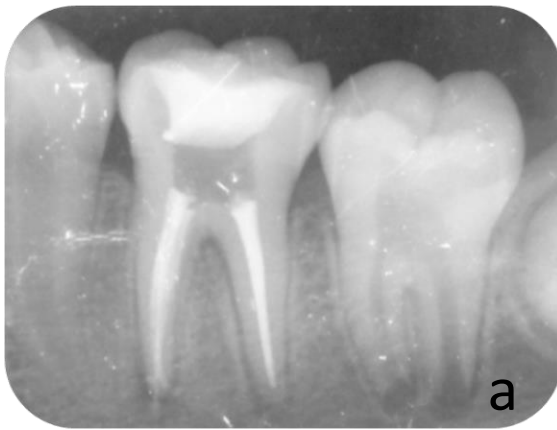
Radiografía a los 3 meses (fuente propia).
